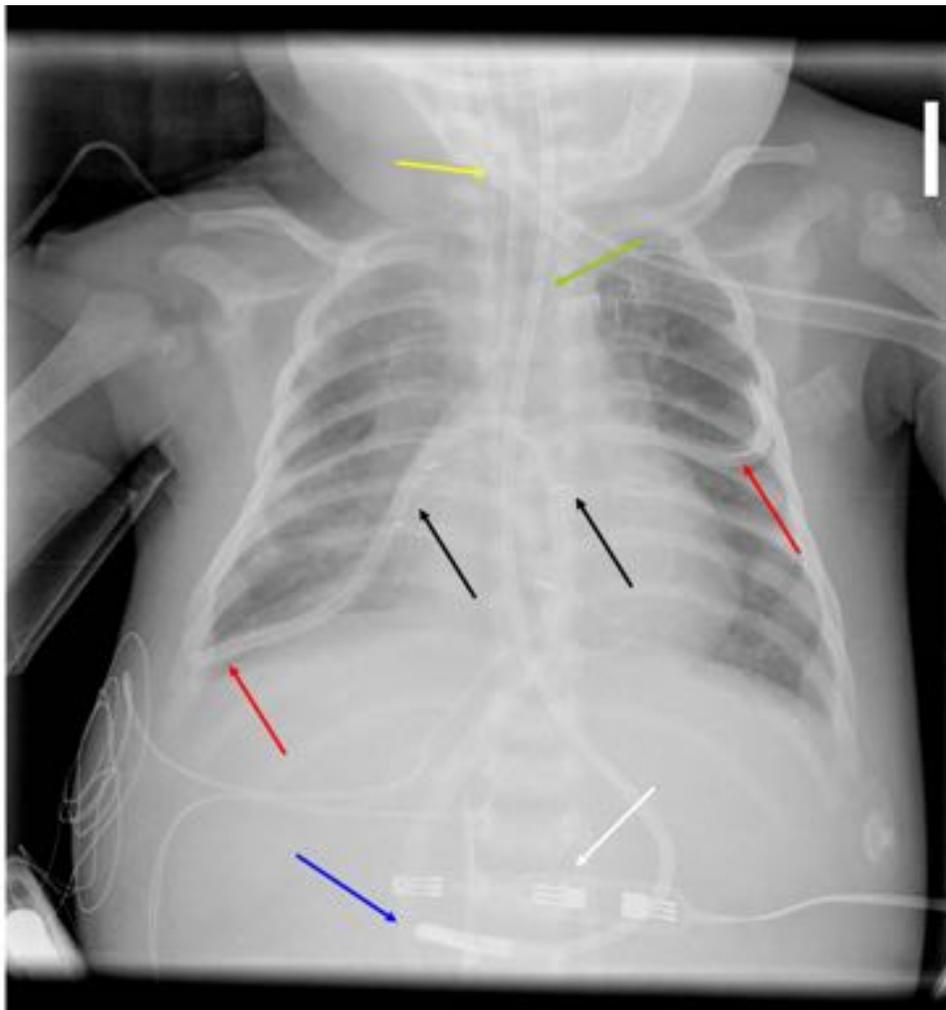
Lactante de 1 mes. Cirugía cardíaca. Radiografía AP de tórax, con atelectasia parcial del lóbulo superior derecho con infiltrados intersticiales. Identificamos un tubo ET (flecha amarilla) con extremo en D4; una SNG (flecha verde) con extremo (flecha azul) sobre región antral; dos tubos de drenaje pleural (flechas rojas); 4 cables de electrodos temporales percutáneos de marcapasos (flechas negras); y un sensor externo de oximetría somática (INVOSTM) (flecha blanca).
